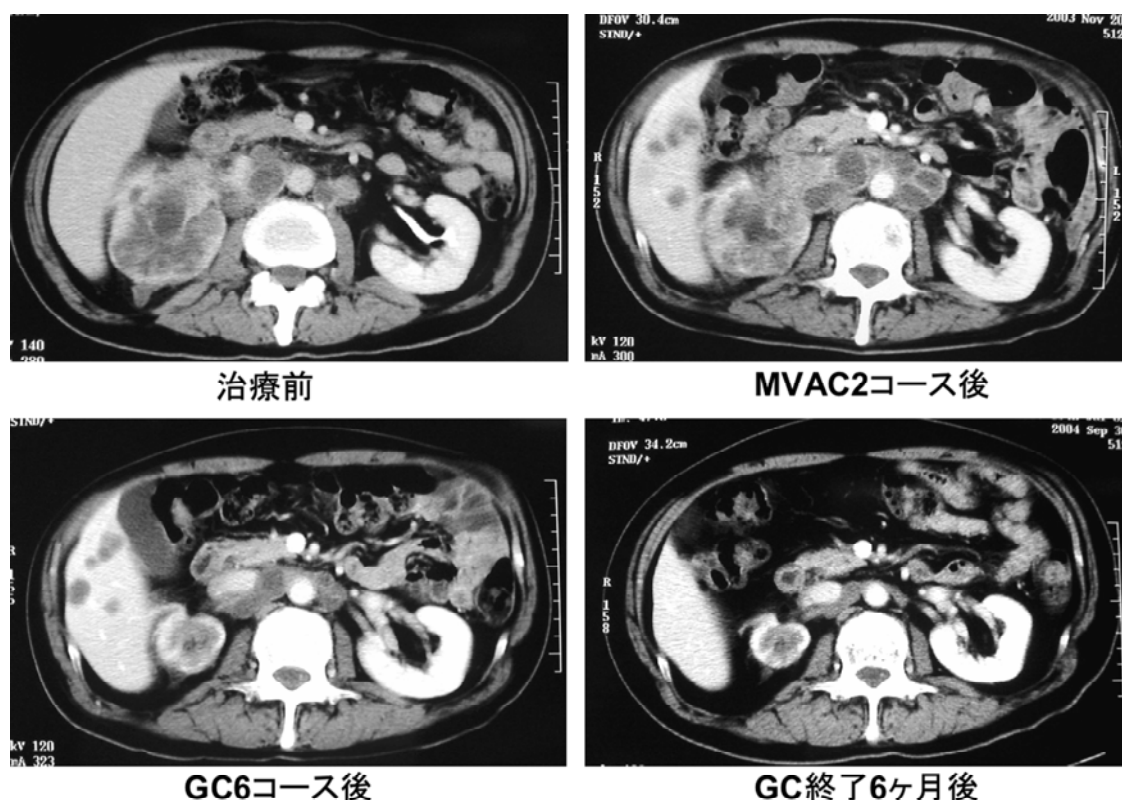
CT of primary lesion and paraaortic lymph node metastases in patient #9.
